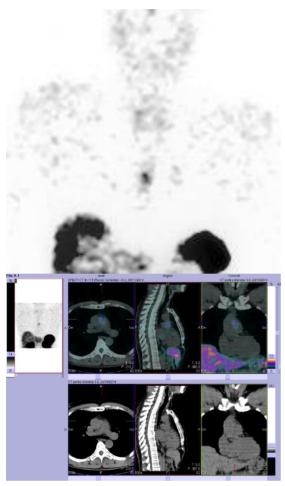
Paraganglioma aórtico. La gammagrafía y SPECT-TC con 111 In-Octreotide muestra un foco de actividad de baja intensidad en el mediastino, adyacente a la aorta ascendente. Se recomendó su filiación histológica.
